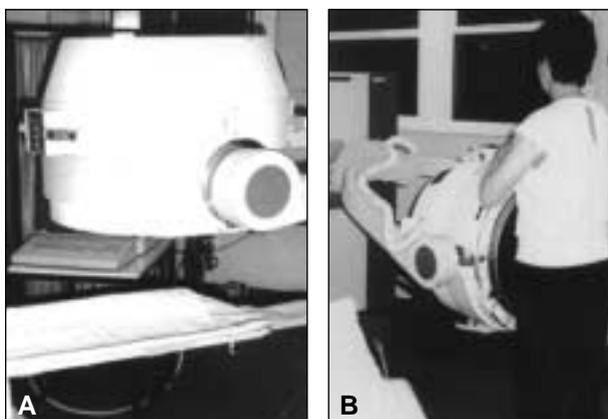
Cámara gamma SPECT. A. Detector y camilla. B. Consola, paciente en posición para tomar una imagen abdominal.
